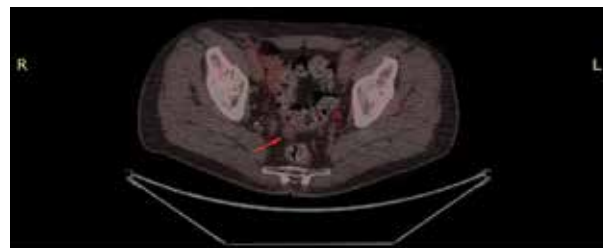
ПЭТ/КТ от 22.08.2022
